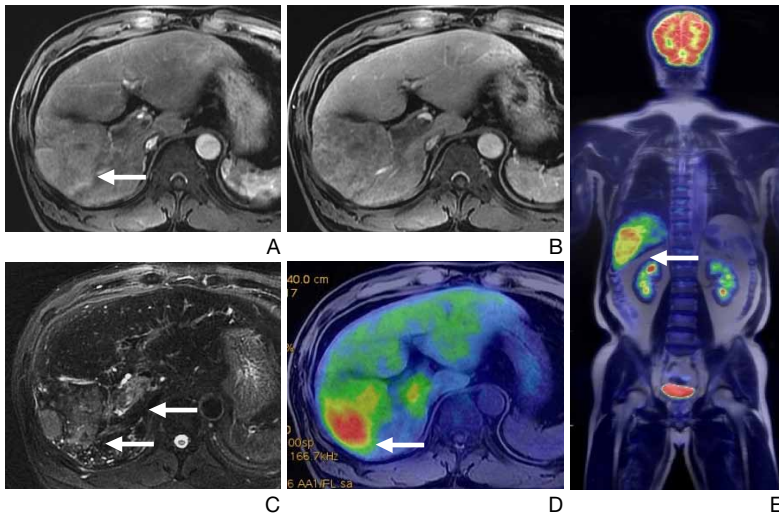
Fusion imaging of magnetic resonance imaging (MRI) and positron emission tomography (PET)-computed tomography. (A) T1-weighted MRI shows an infiltrative tumor (long white arrow) with portal venous thrombosis (short black arrow). (B) Portal venous phase image shows washout of contrast enhancement indicating a tumor thrombosis (arrows) filled in the right portal trunk. (C) T2-weighted images show hyperintense tumor thrombosis and the infiltrative tumor (arrows). (D) Fusion image of transverse T1-weighted magnetic resonance and fluorodeoxyglucose (FDG)-PET exams show increased uptake in the tumor (long white arrow) and in the tumor thrombosis (short black arrow). (E) Fusion image of coronal T2-weighted MRI and FDG-PET exams show increased uptake in the primary tumor (arrow) and absence of extrahepatic metastasis.
